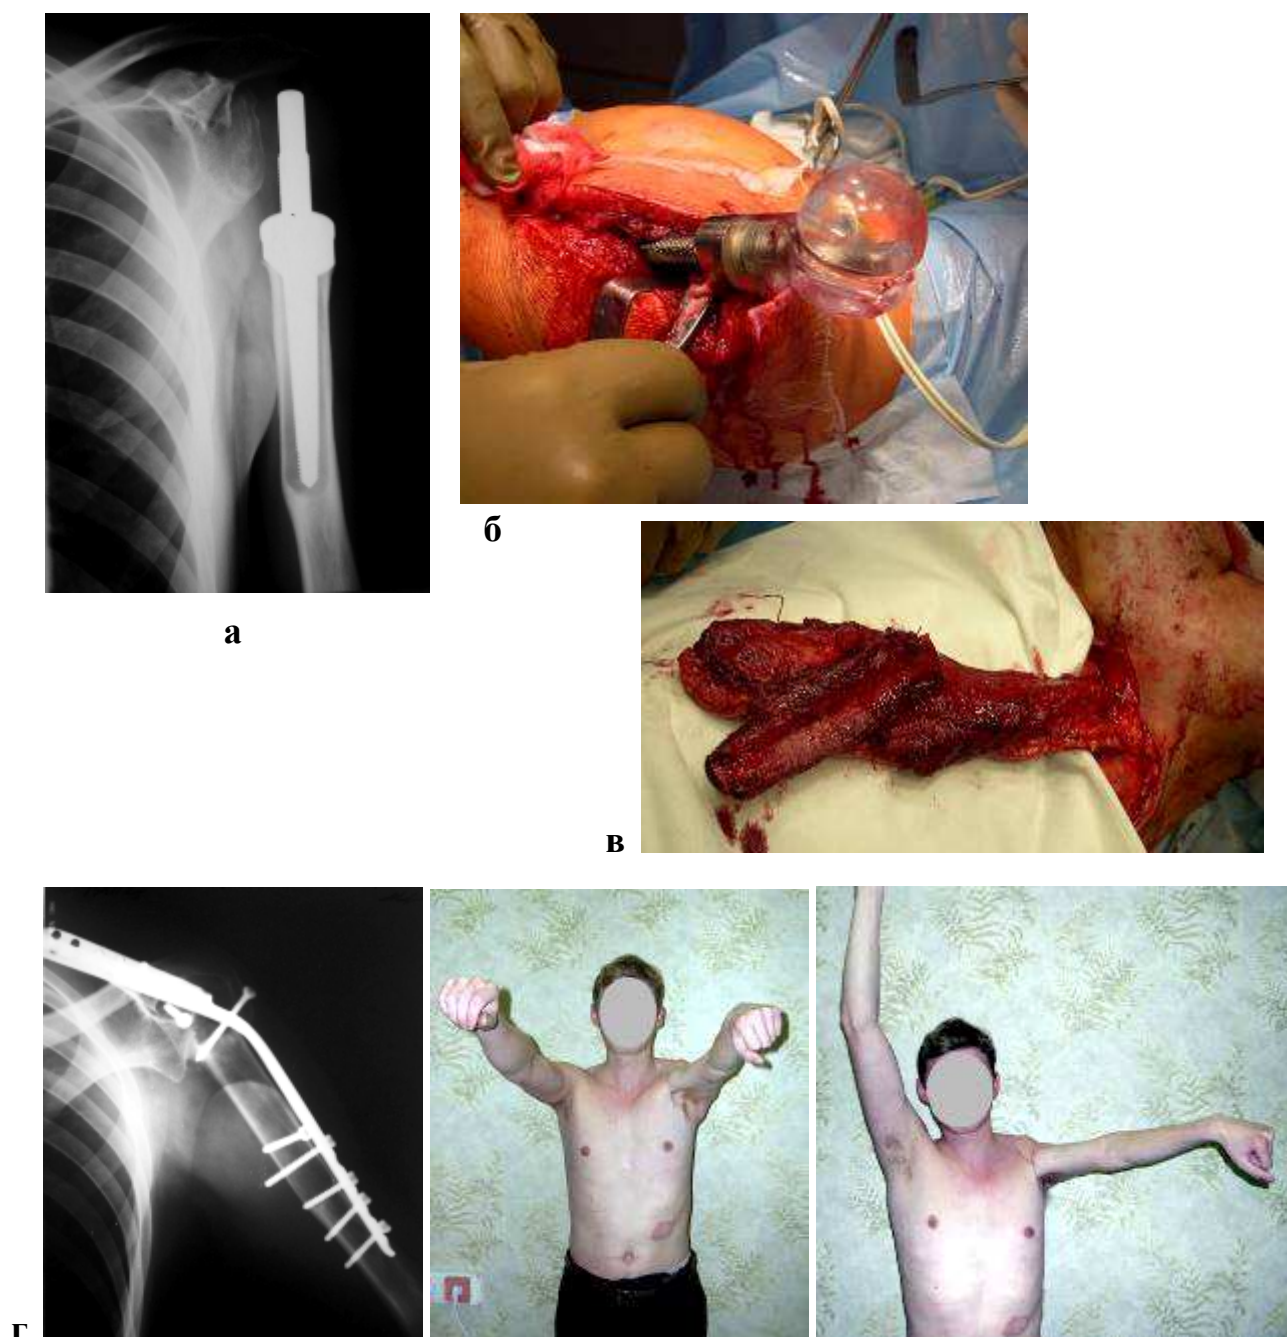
Рентгенограммы и внешние виды больного 27 лет (III лечебно-тактический подход). Диагноз: Состояние после резекции головки левой плечевой кости по поводу гигантоклеточной опухоли и эндопротезирования левого плечевого сустава, асептическая нестабильность эндопротеза, дефект проксимального отдела левой плечевой кости.
